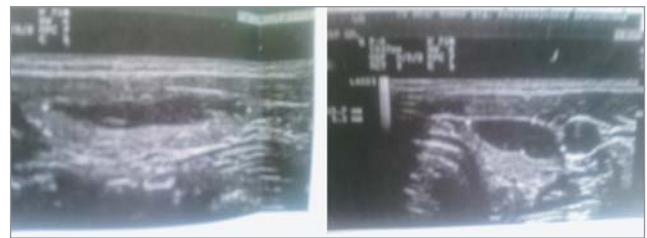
УЗИ щитовидной железы ребенка Ц.
